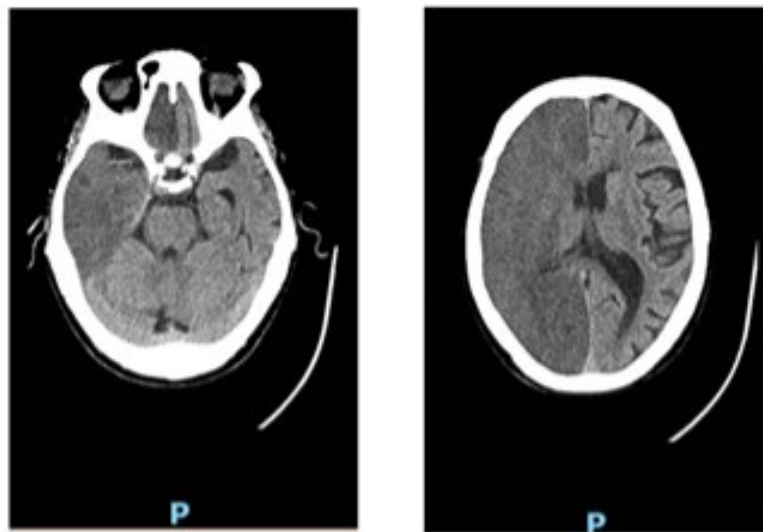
Figura - Tomografia crânio-encefálica, cortes transversais, com evidência de extensa hipodensidade cortico-subcortical de todo o hemisfério direito com apagamento sulcal associado (apenas o tálamo direito parecia poupado).
